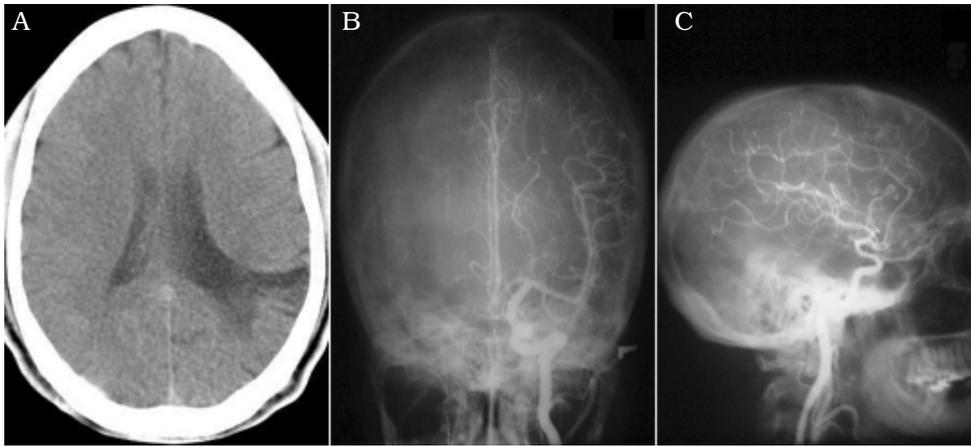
(A) TAC simple de cráneo: se observa una hendidura desde la corteza cerebral parietal izquierda hasta la encrucijada ventricular homolateral. Los márgenes de la hendidura son irregulares y granulados. (B y C) Angiografía carotídea izquierda en vistas anteroposterior y lateral: no se observan anomalías de la arteria cerebral media ni malformaciones arteriovenosas.
